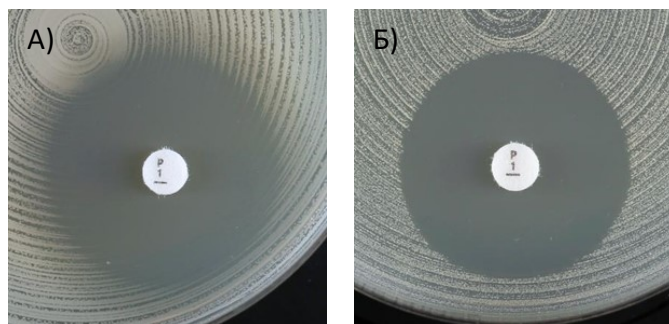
Интерпретация результатов определения отношения *Staphylococcus aureus* к бензилпенициллину диско-диффузионным методом. А) Размытый край зоны и диаметр ≥ 26 мм – заключение «чувствительный». Б) Четкий край зоны и диаметр ≥ 26 мм – заключение «устойчивый».
